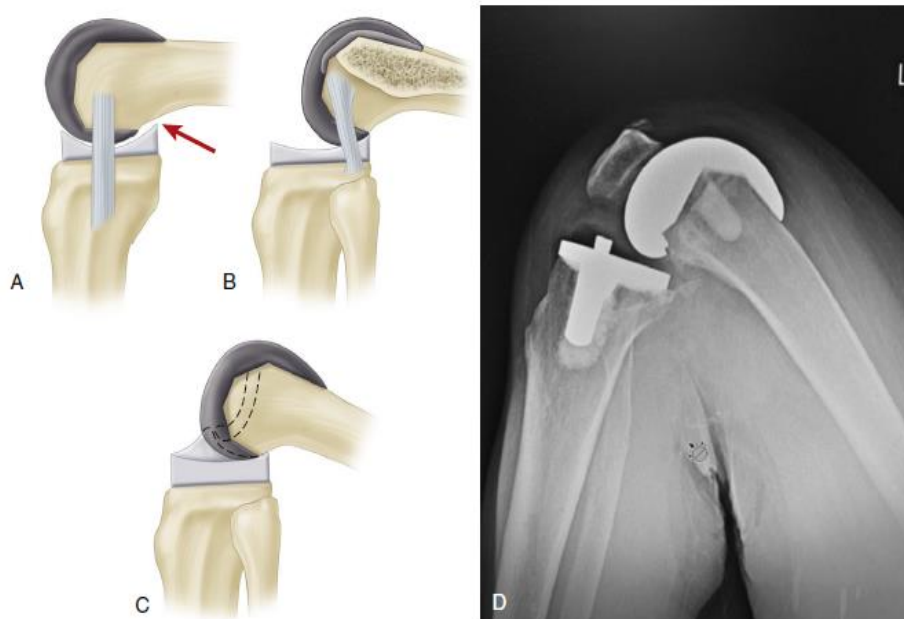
A, With loss of posterior condylar offset and roll forward of femoral component on tibial tray, there can be limited flexion from abutment of posterior femur against polyethylene insert. B, With proper posterior femoral offset and functioning posterior cruciate ligament (PCL), flexion can be optimized without impingement of posterior aspect of femur against tibial insert. C, A posterior stabilized implant with post and cam drives rollback of femoral condyles on tibial tray, optimizing flexion. D, In this radiograph an example of posterior-stabilized TKA shows optimal flexion with complete support of posterior condyles and no edge loading on posterior lip of polyethylene.
